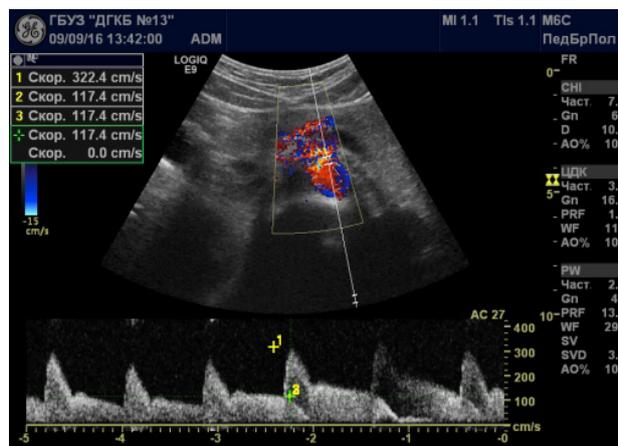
УЗИ брюшной полости. Зона сужения чревного ствола с усилением кровотока до 322,4 см/сек.
